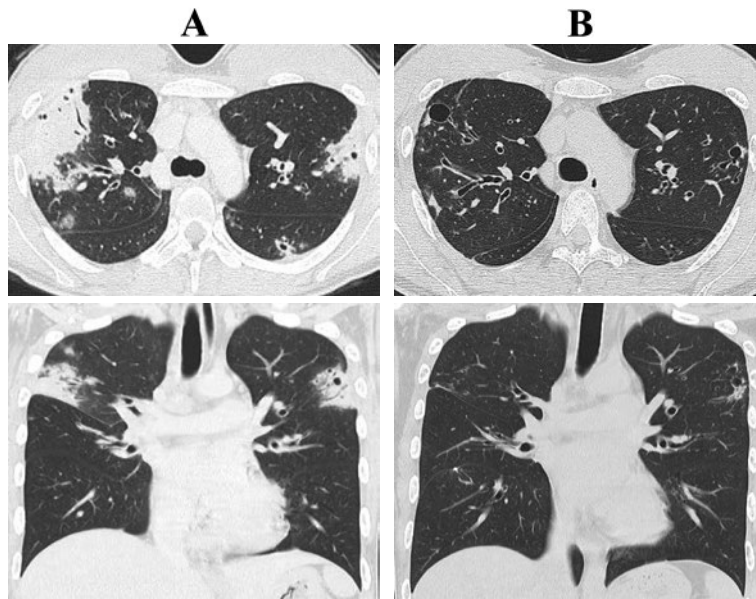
胸部単純CT. (A) 気管支壁の肥厚と、両側肺に散在する air bronchogram を伴う浸潤影を認めた. 浸潤影の一部は中心部に空洞形成を伴っていた. (B) ステロイド投与4ヶ月後. 気管支壁の肥厚, 嚢胞性変化が残存しているが, 空洞を伴う浸潤影は改善した.
